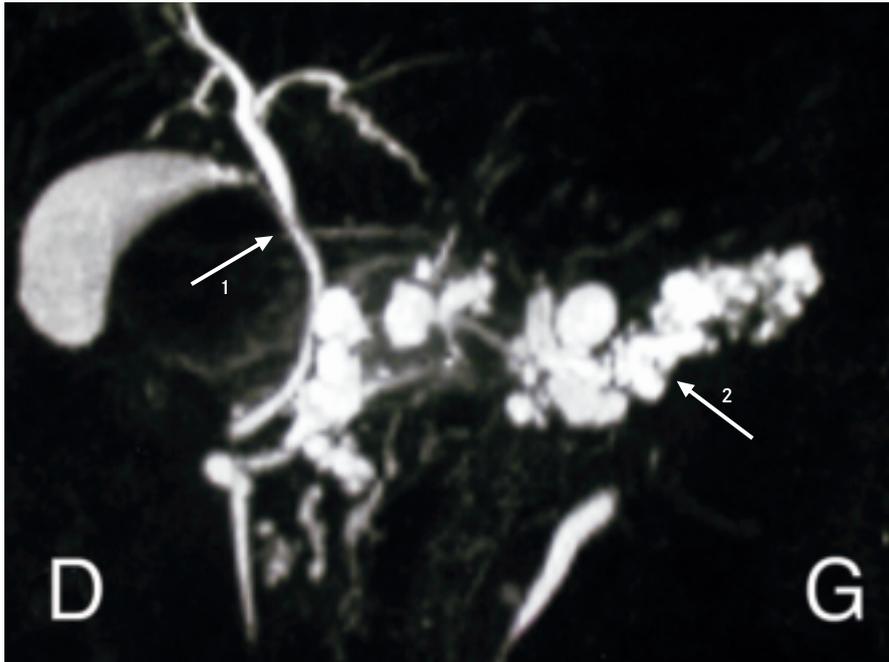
Tumeur intracanaléaire papillaire et mucineuse du pancréas chez un patient adulte qui a ensuite subi une pancréatectomie totale. Cette image a été obtenue par imagerie par résonance magnétique (IRM) avec injection d'un produit de contraste.
